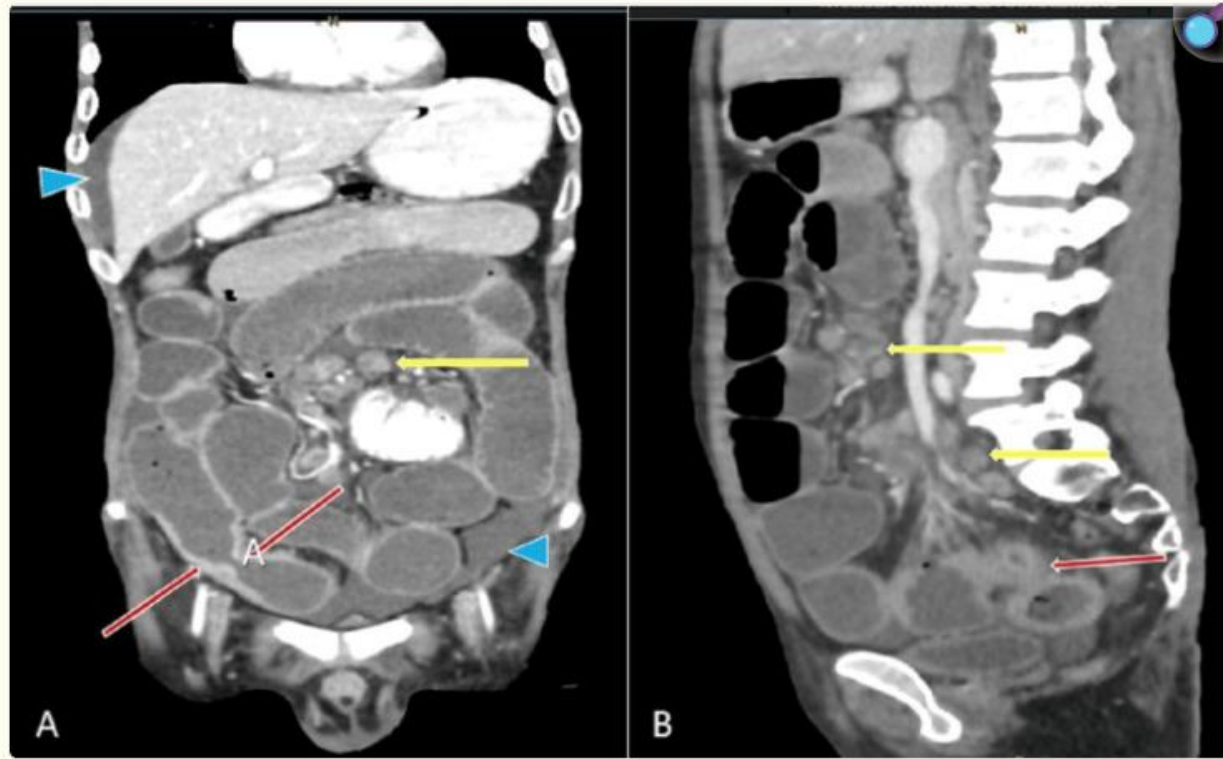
A contrast computed tomography scan axial image showing abdominal lymphadenopathy (yellow arrow) and small bowel stricture (red arrow).
